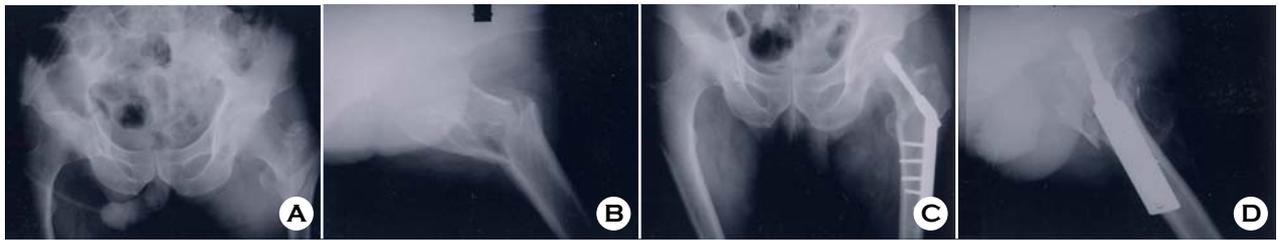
(A, B) Unstable intertrochanteric fracture is seen in preoperative radiographs. (C, D) Internal fixation with DHS. Reduction loss is noted in postoperative radiographs.
